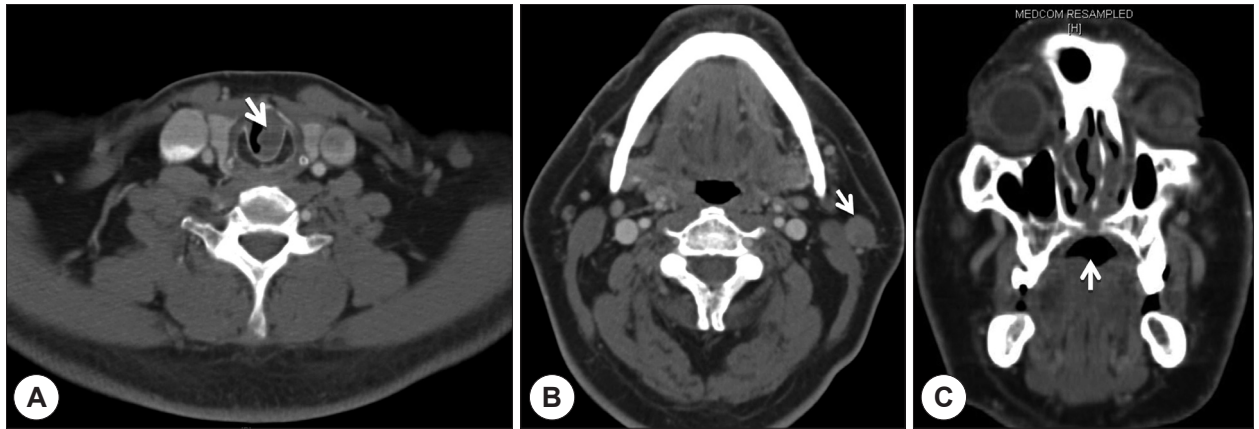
Preoperative neck CT axial image. CT image shows low density submucosal lesion on left subglottic area (A). Borderline lymph node at left level II area is also noted (B). Nasopalatine bony portion margin is not well demarcated because of inflammatory change of nasal cavity (C).
